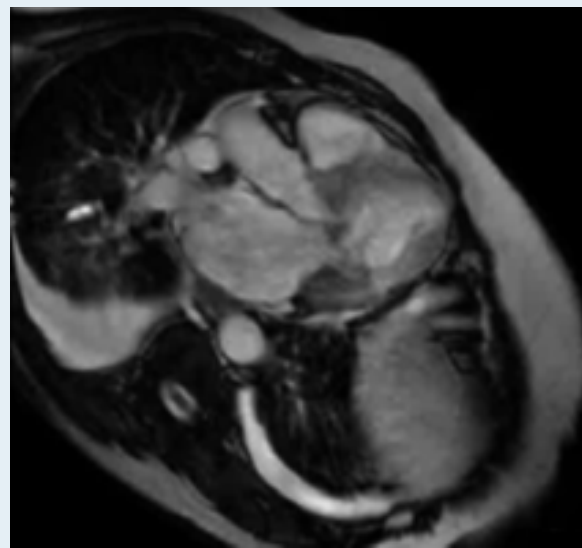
L'IRM cardiaque : image tumorale appendue au bord libre de la grande valve mitrale (flèche).
